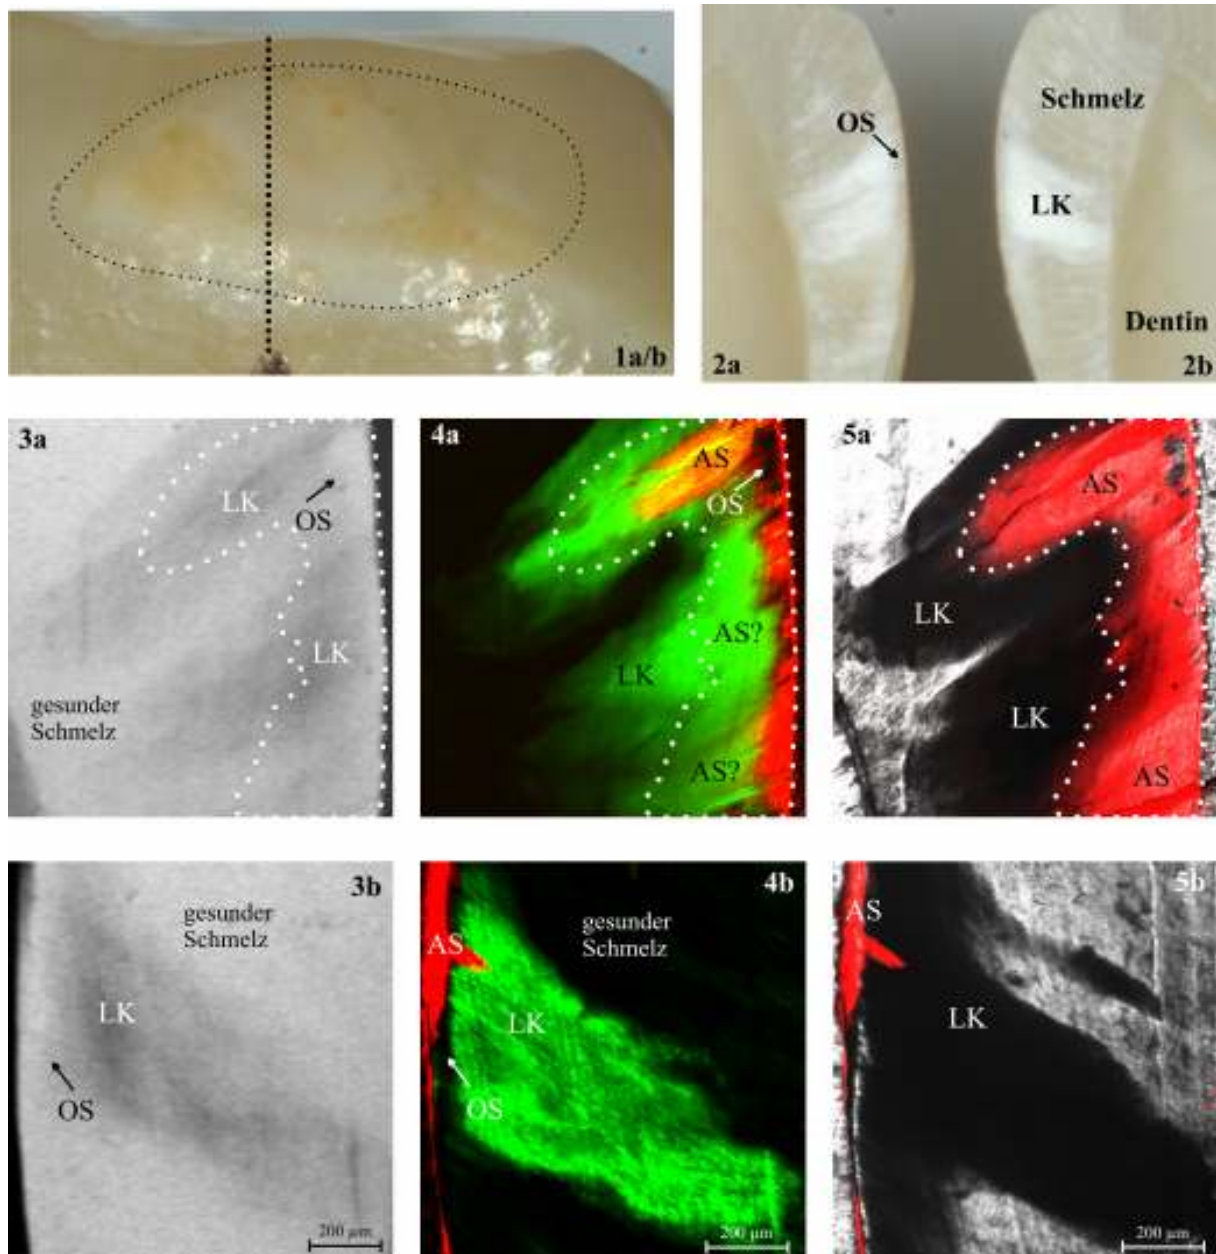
Exemplarische Darstellungen (makroskopisch, CLSM und TMR) von jeweils zwei korrespondierenden Läsionshälften, die mit dem Infiltranten (a) bzw. Excite® (b) behandelt wurden. Die weißliche, glatte Oberfläche der Läsion (1a/b) lässt eine Schmelzkaries vermuten, die nach senkrechtem Schnitt durch die Läsion (---) bereits als eine beginnende Dentinkaries imponiert (2a und 2b). Bei Verwendung des Infiltranten erkennt man im Trans-Modus (5a) eine teilweise mehrere hundert Mikrometer tiefe Penetration (.....), die mit Methode B (4a) nicht gleichermaßen dargestellt wurde. Anhand der mikroradiografischen Aufnahme (3a) wird ersichtlich, dass die mit Methode B grünlich dargestellten Bereiche unterhalb der rot fluoreszierenden Adhäsivschicht (AS) ein erhöhtes Porenvolumen aufweisen, so dass es sich hierbei sowohl um den penetrierten Infiltranten (keinen Röntgenkontrast) als auch um den Läsionskörper handeln könnte. Die mit Excite® behandelte Läsionshälfte (3b-5b) zeigt eine vergleichbare geringe Penetration, wie in den Abschnitten 4b und 4c.
